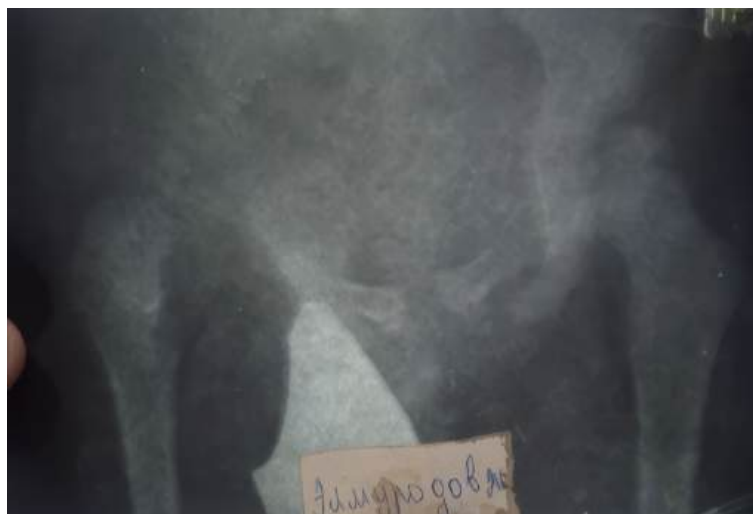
Рентген-снимок тазобедренных суставов пациента Э.Ж., 3 г. с диагнозом: патологический деструктивный вывих правого бедра с седловидной деформацией оставшейся культы головки и шейки бедренной кости, соха vara et соха breva (положение 0 ротации нижних конечностей), состояние до операции.
